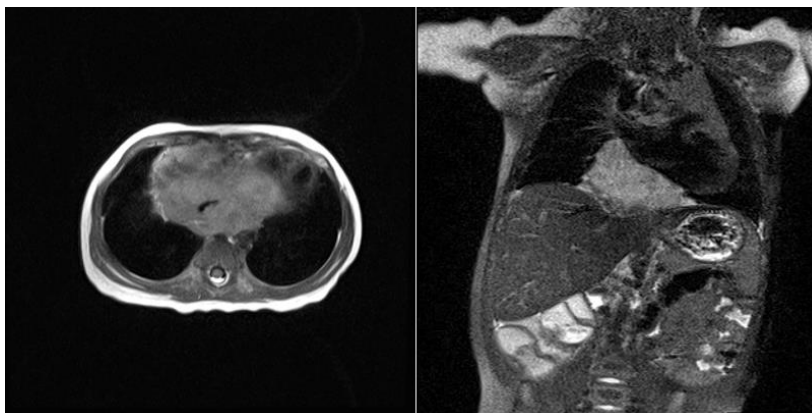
Chest magnetic resonance imaging showed lobulating highly enhancing mass between heart and diaphragm on T2 weighted image, mildly decreased in size compared to previous chest computed tomography.
